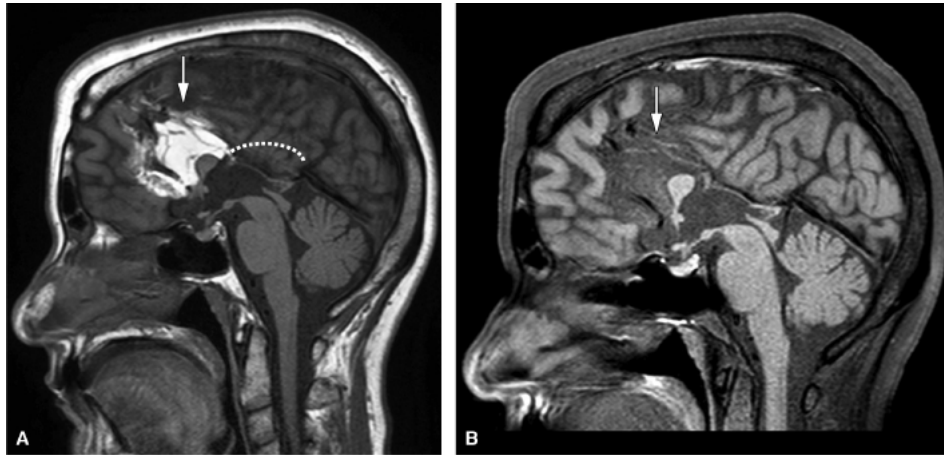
Disgenesia do corpo caloso associado a lipoma. Ressonância magnética do crânio. Sequência sagital T1 (A) evidencia disgenesia do corpo caloso, representado por ausência das porções posteriores do corpo caloso (*linha pontilhada*). Nota-se, ainda, lipoma na margem superior da porção remanescente do corpo caloso (*seta*). A sequência sagital T1 pós-contraste com saturação de gordura (B) mostra supressão do sinal (desaparecimento do hipersinal) do lipoma (*seta*).
